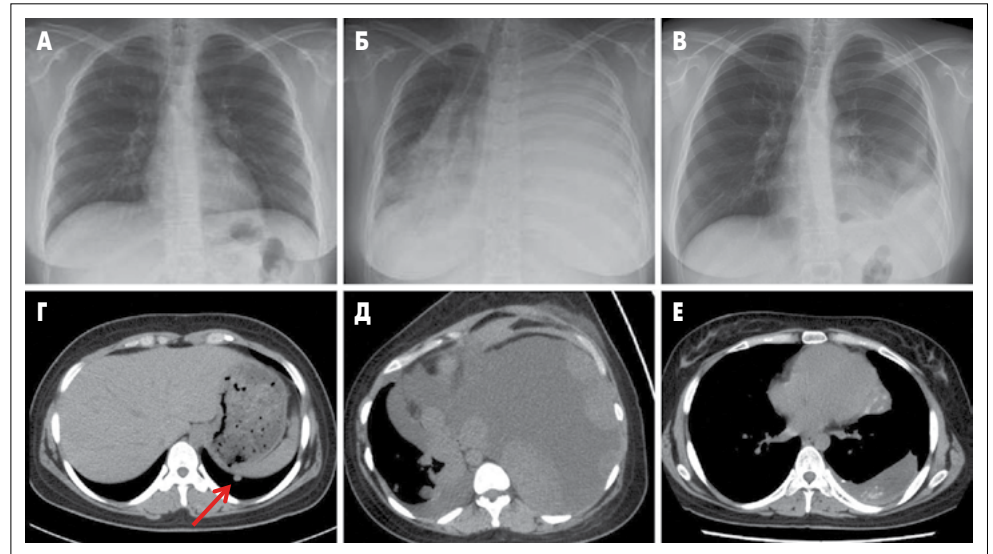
Візуалізаційні методи дослідження, використані під час лікування пацієнтки. А – Rh ОГК: патологічних змін не виявлено; Б – Rh ОГК: гомогенне затемнення зліва, початок лікування пазопанібом; В – Rh ОГК – зменшення розміру пухлини через 11 міс прийому пазопанібом; Г – КТ: мікронодулярне ураження нижньої частки лівої легені; Д – КТ: масивний плевральний випіт і множинні пухлини у лівій половині грудної клітки перед початком лікування пазопанібом; Е – КТ: зменшення розміру пухлини через 11 міс прийому пазопанібом
